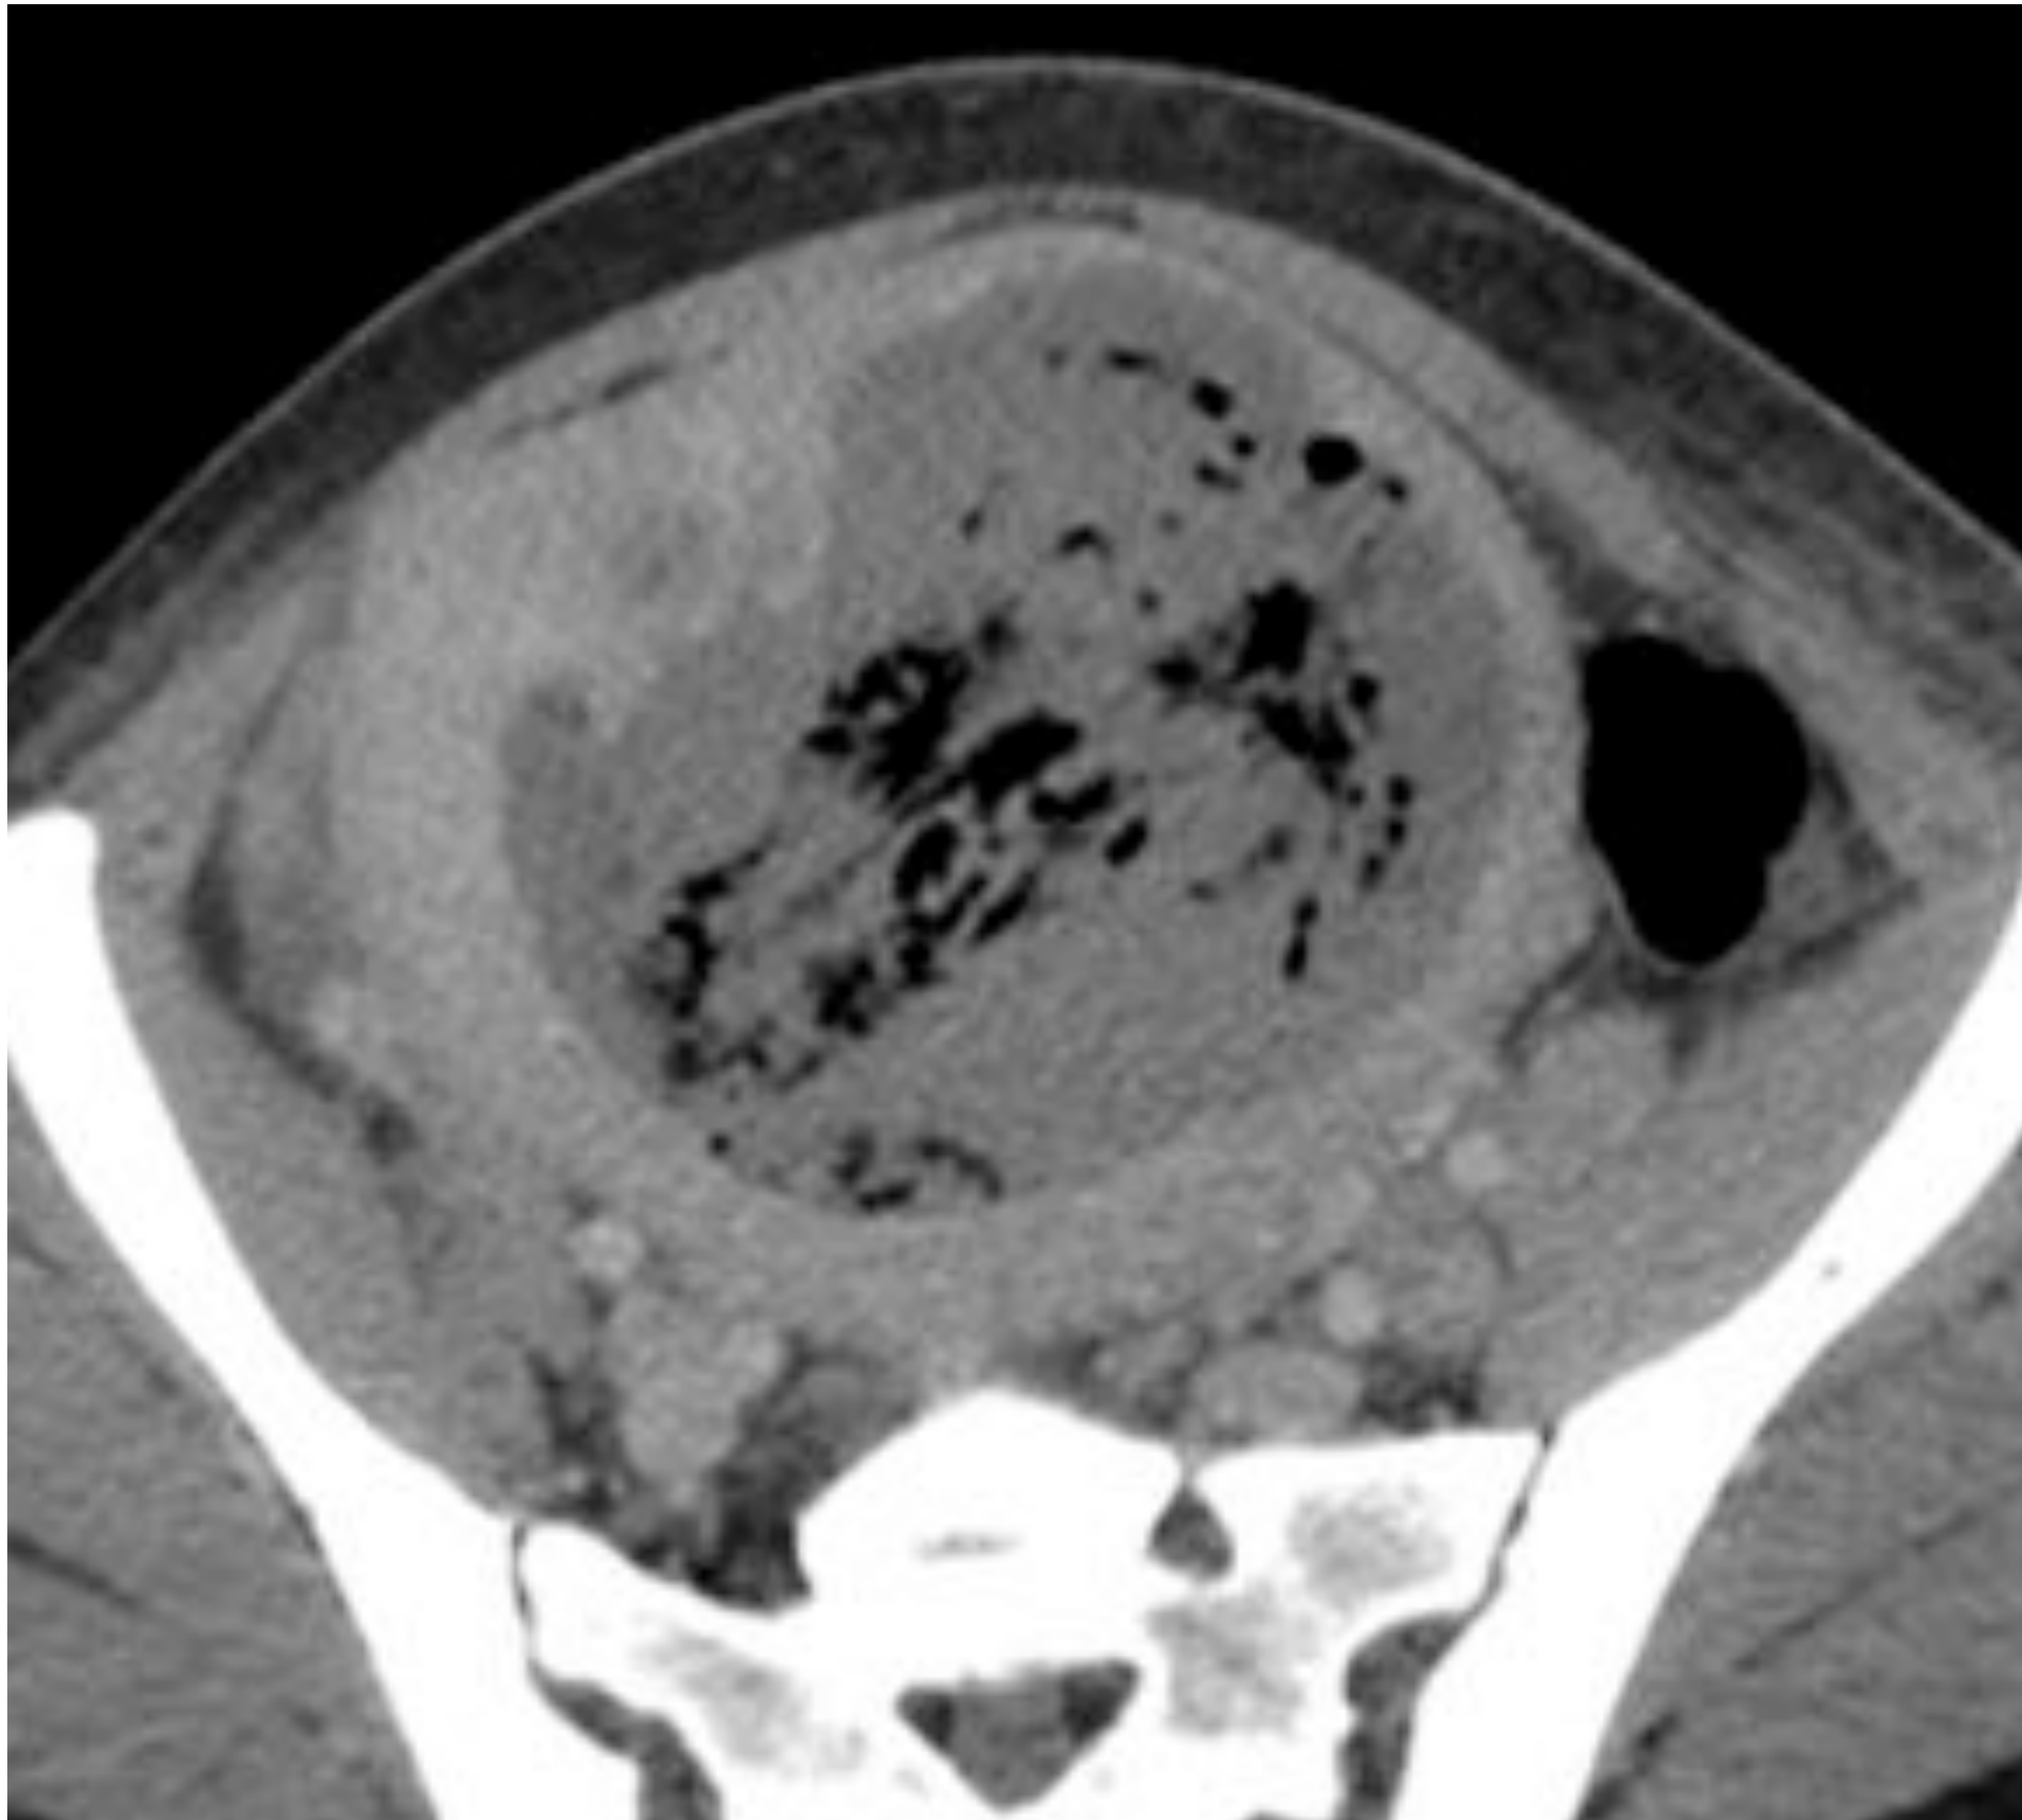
Endometritis. Mujer de 37 años en la segunda semana de puerperio con fiebre persistente y dolor pélvico. En el TC se observa útero aumentado de tamaño con contenido hipodenso y gas, mayor del esperado para la segunda semana postparto.
